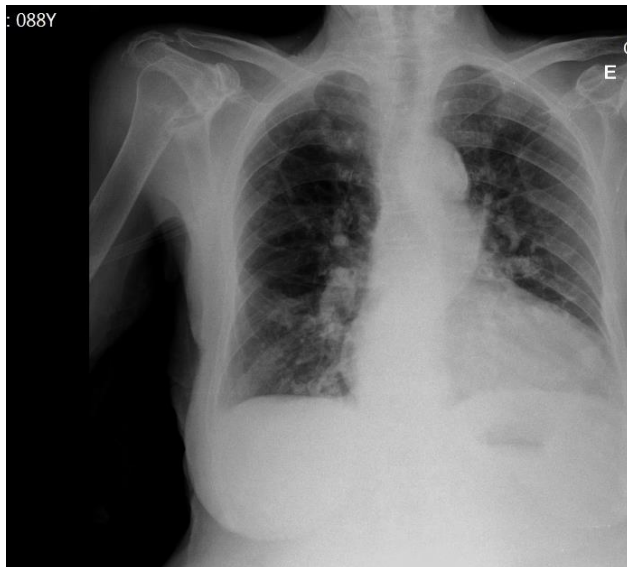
Radiografia Torax Caso 1
